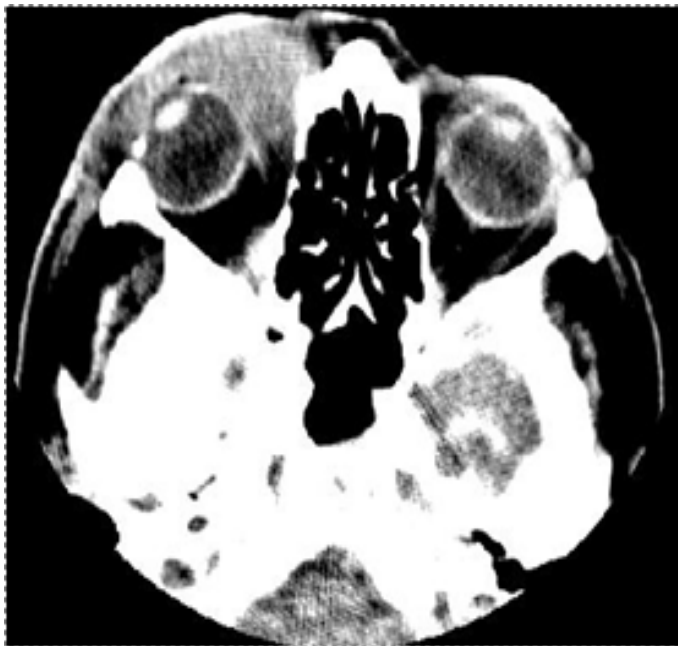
Tomografía de órbita derecha (estudio simple y endovenoso): Imagen hiperdensa que envuelve el globo ocular por su parte anterior y medial e imagen hiperdensa del seno maxilar derecho por su borde externo en forma laminar con grosor de 5 milímetros.
